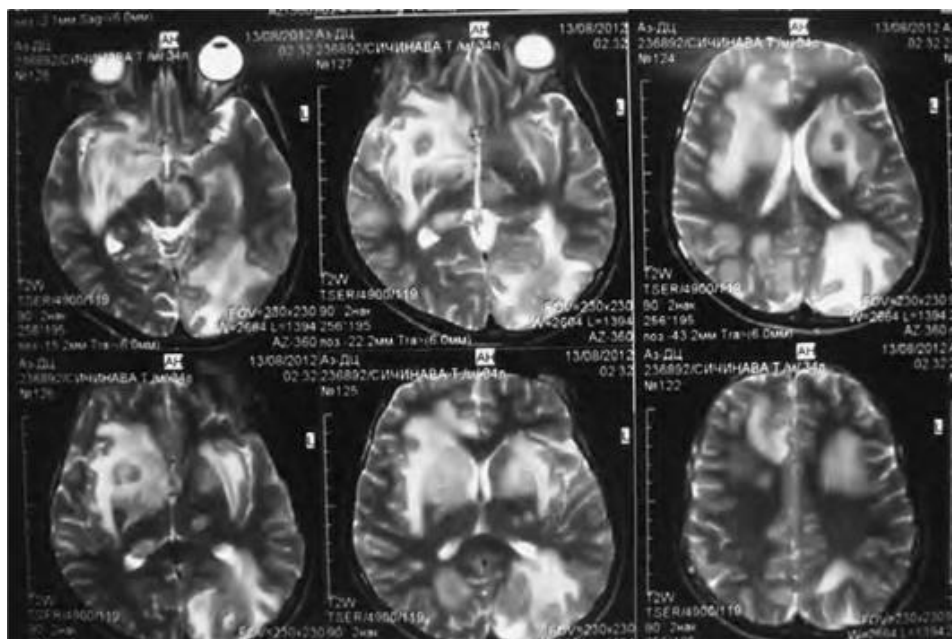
Картина МРТ головного мозга больного ВИЧ-инфекцией и церебральным токсоплазмозом. Множественные очаги с перифокальным отеком в большом полушарии, в правом полушарии мозжечка, левой средней ножке мозжечка размером 8-22 мм
